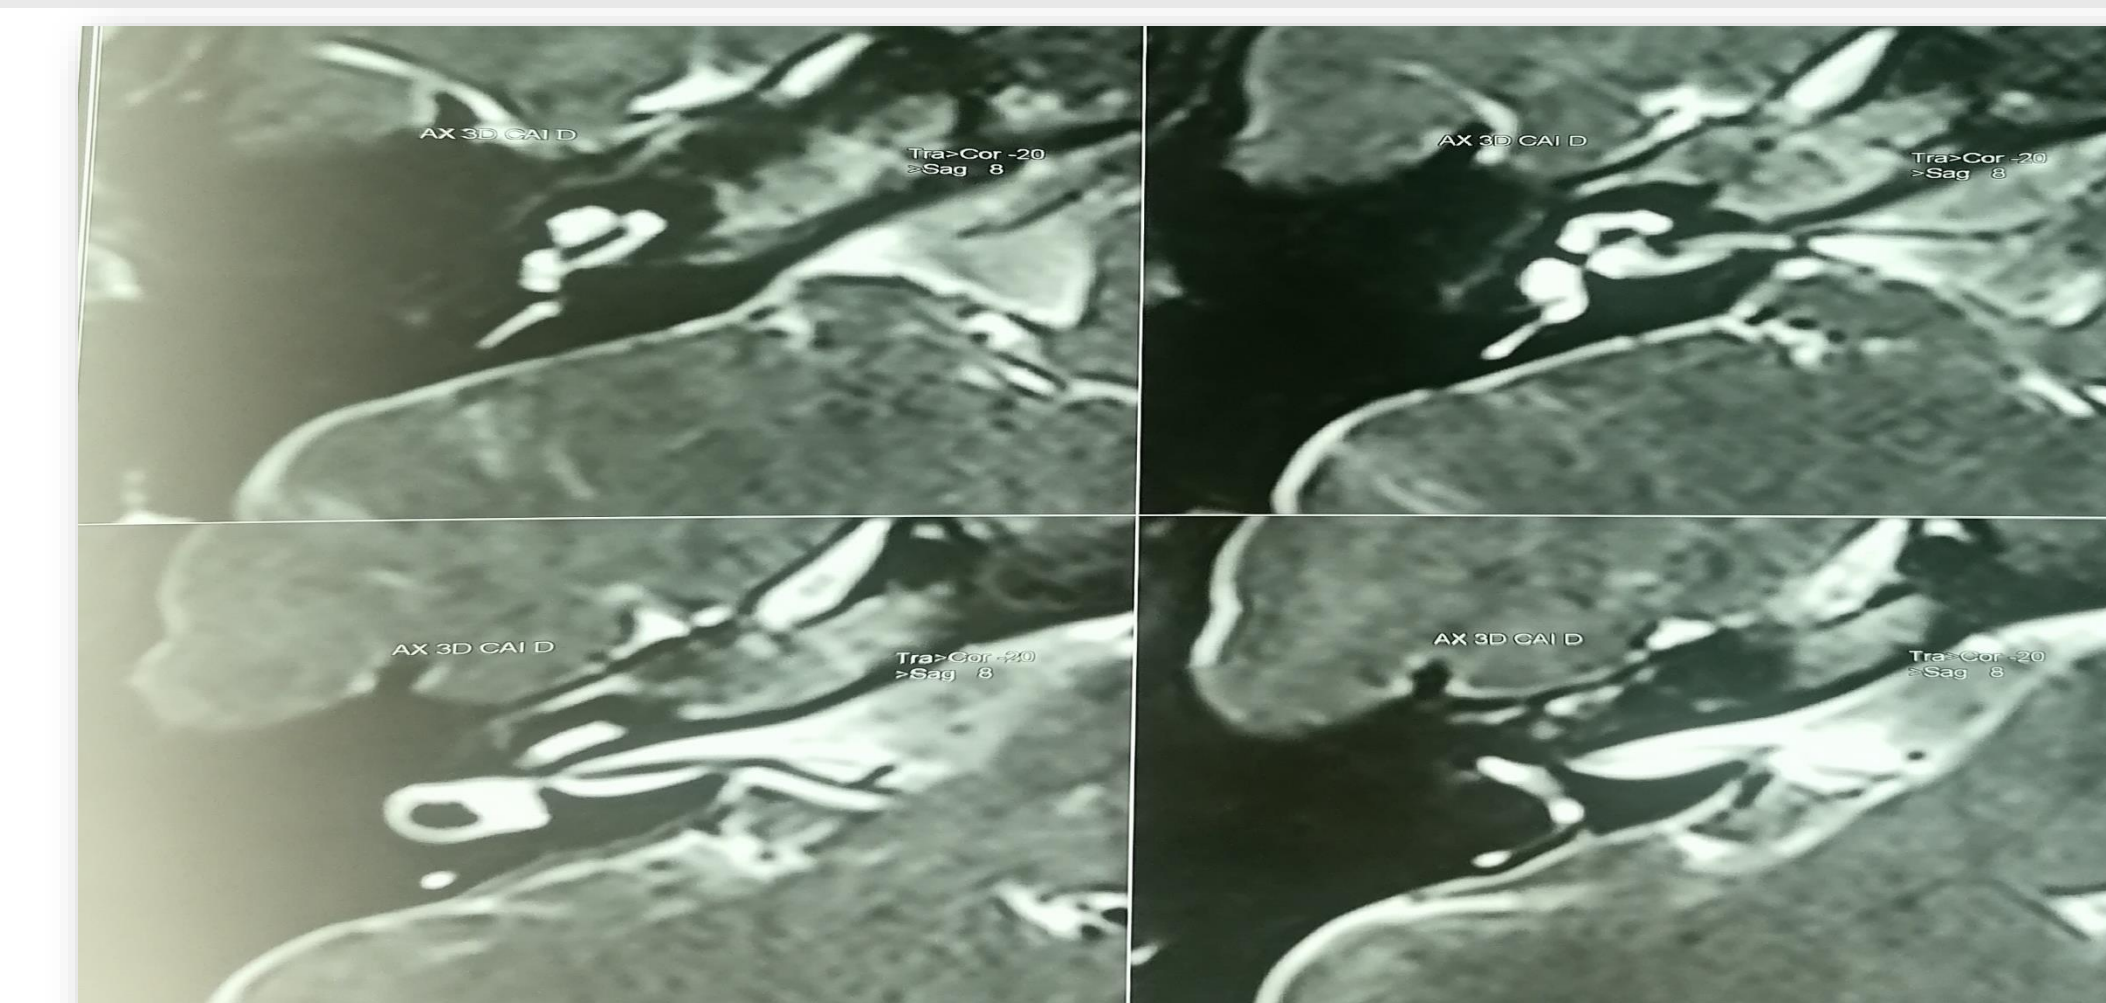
IRM des APC et CAI en coupe axiale: Hypoplasie du nerf cochléaire droit.
